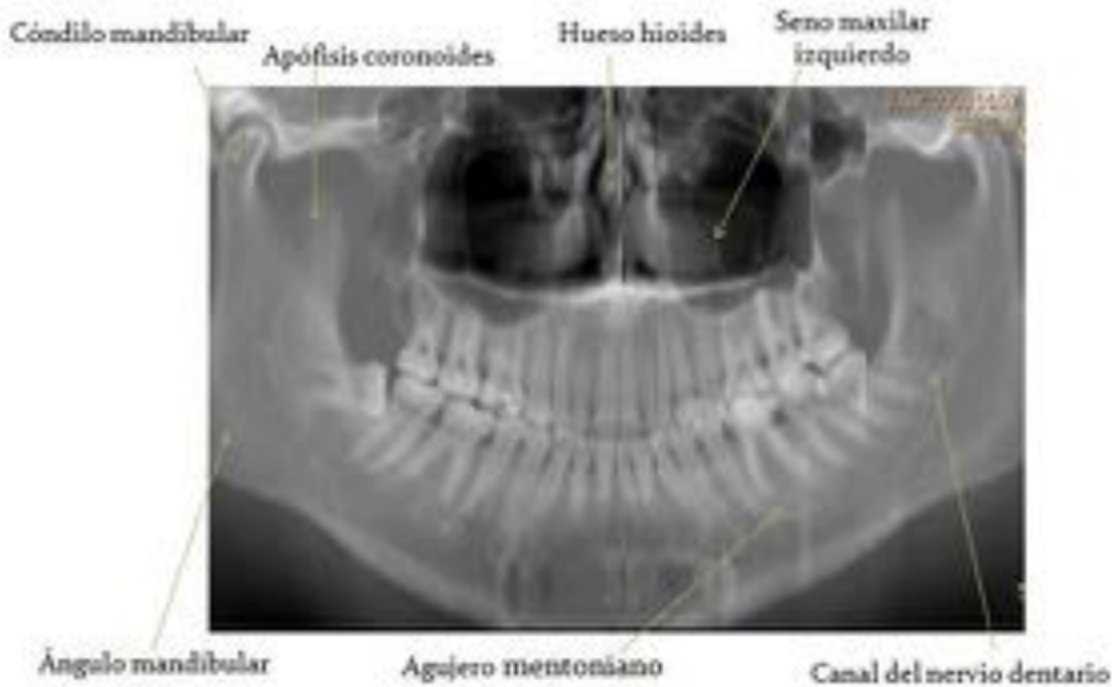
Reconstrucciones de TAC. Recuerdo anatómico.
